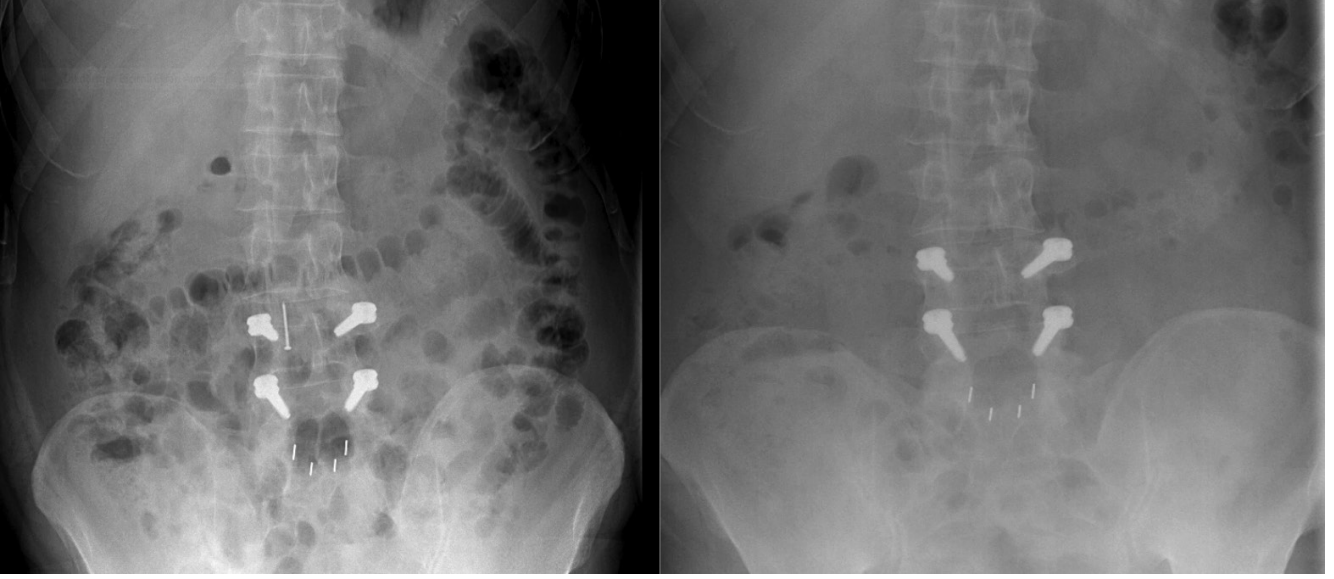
Direkt karın grafisinde yutulmuş toplu iğne
